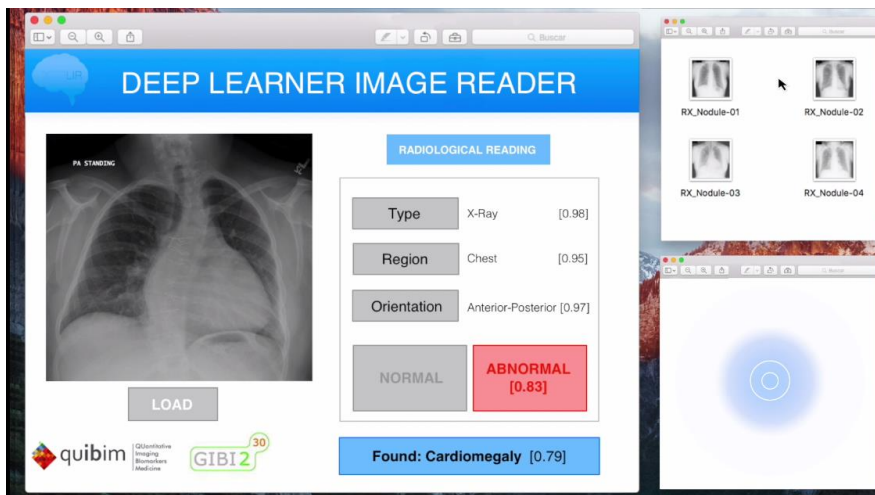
DeepLIR en caso de radiografía de tórax Anormal.
